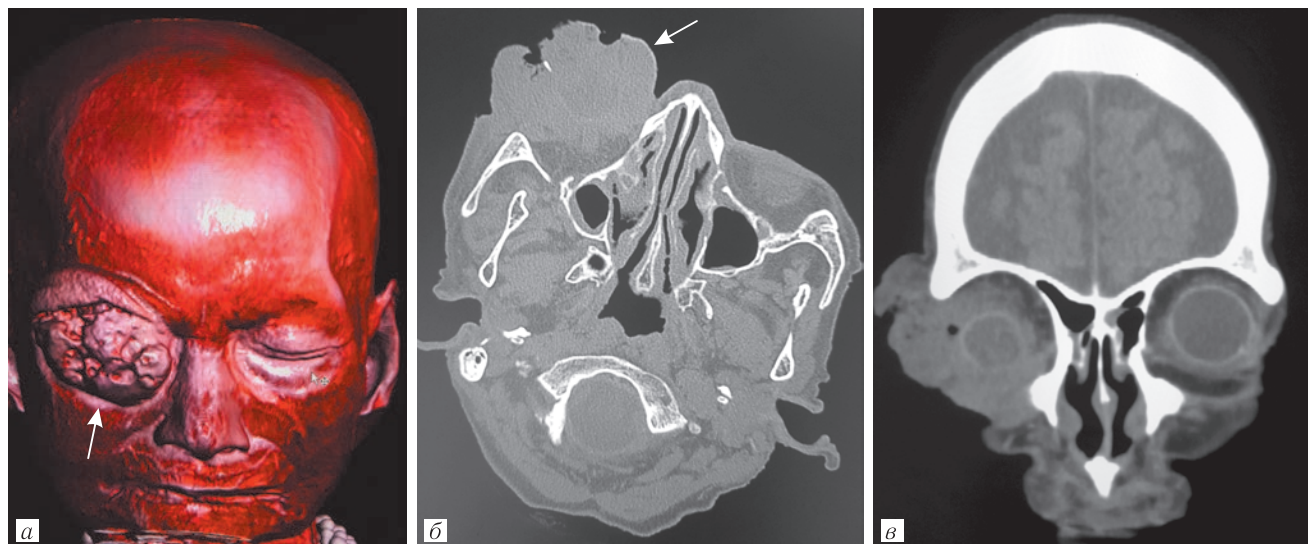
МСКТ (без контраста) (а, б, в) пациентки с поражением правой глазницы, случай миазиса (офтальмомиазис — стрелки). Пояснения в тексте
